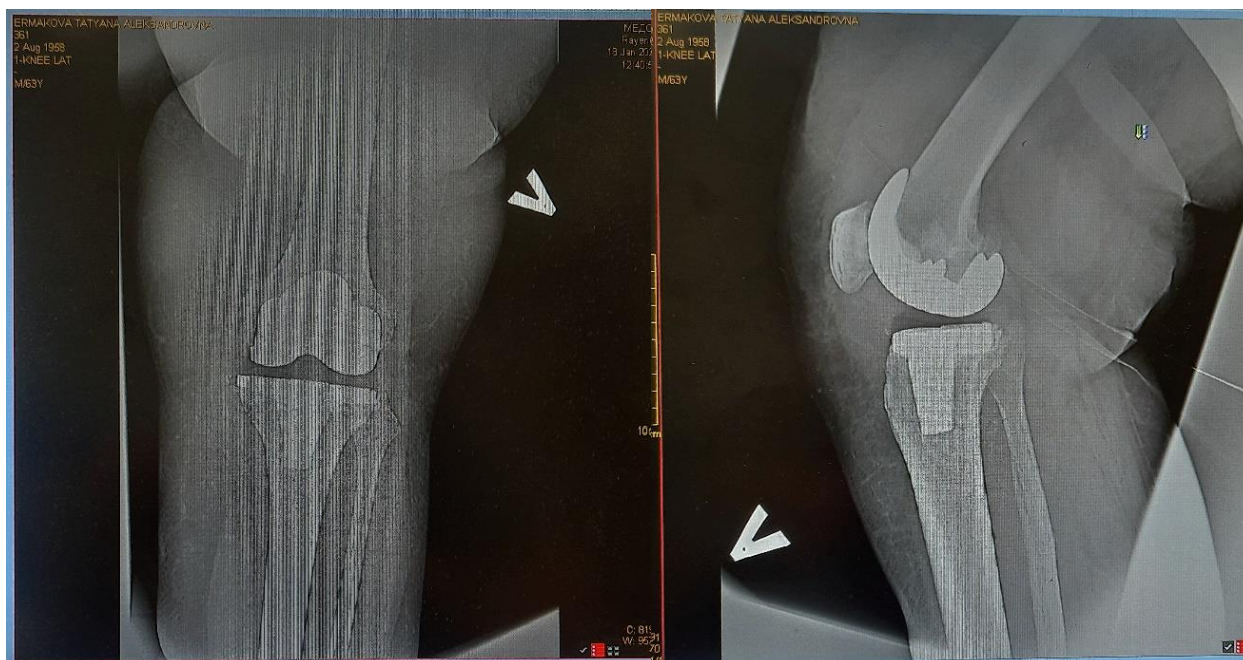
Рентгенограммы левого коленного сустава пациентки Е., 63 лет, в двух проекциях, спустя три года после лечения (признаков нестабильности компонентов нет)
